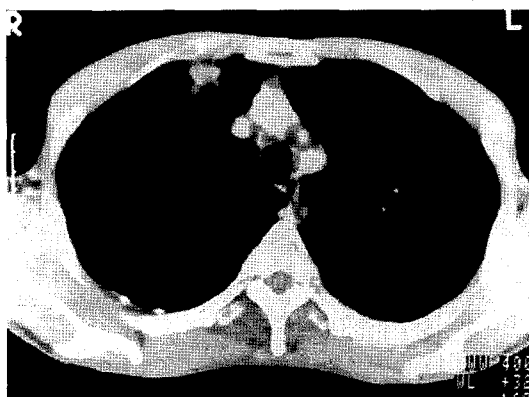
Computerized chest tomographic scan shows 1.5×1.5 cm sized multilobulated mass at anterior segment of right upper lobe.
